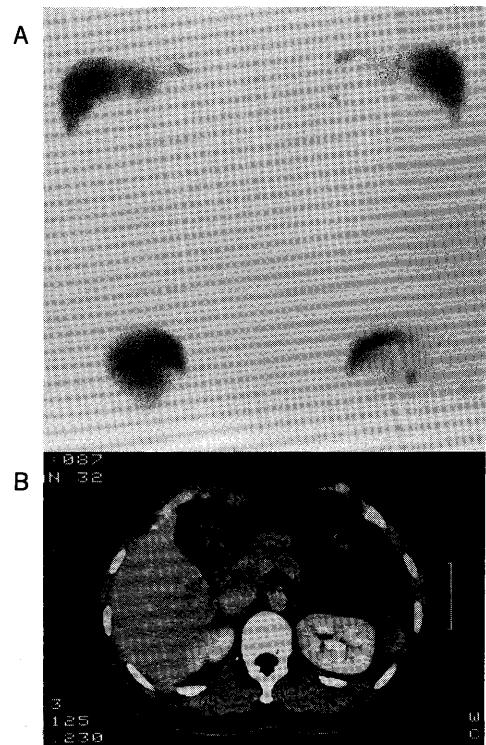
Liver-spleen scintigraphy with $^{99m}\text{Tc-Sn-colloid}$ shows an area of abnormal uptake indicating accessory spleen after splenectomy. Normal spleen is not shown because of splenectomy (A). Contrast CT after splenectomy shows the homogenously enhanced mass with regular margin beside the left kidney. The size increases from 1.3 cm to 2.1 cm in diameter compared with before splenectomy (B).
